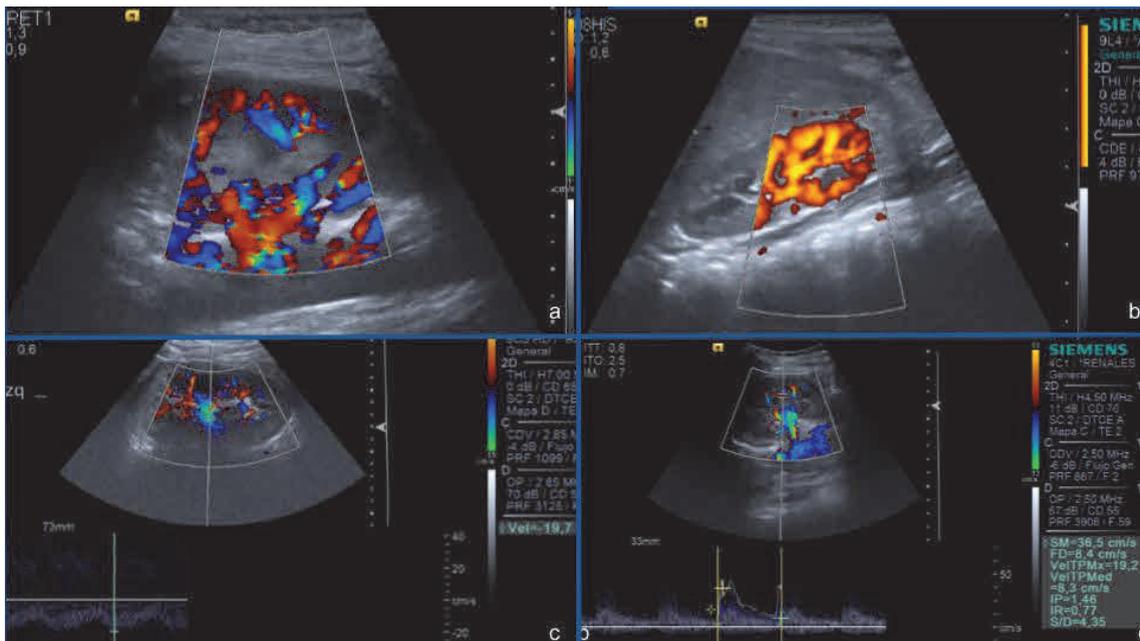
Vascularización en ecografía renal. Doppler color (a), Doppler power (b), Doppler espectral venoso (c) y arterial (d) en hilos renales. Fuente: propia.
